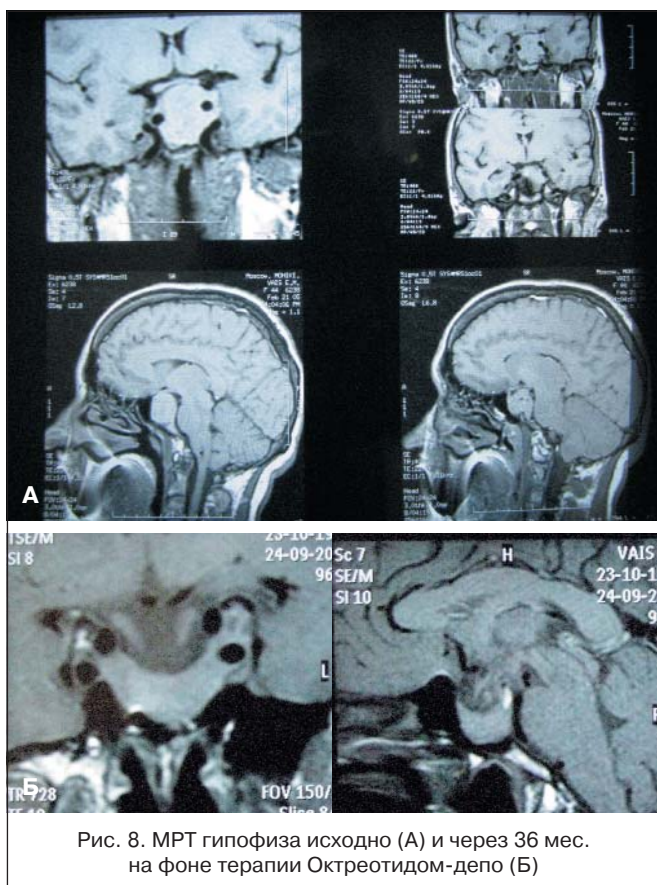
МРТ гипофиза исходно (А) и через 36 мес. на фоне терапии Октреотидом-депо (Б)
